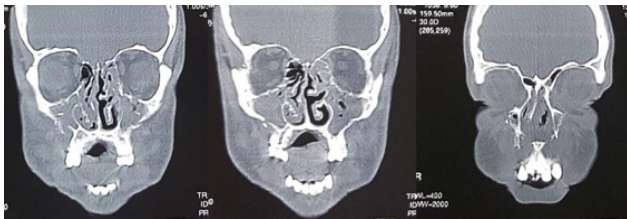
Tomografia computadorizada realizada para o diagnóstico das fraturas
